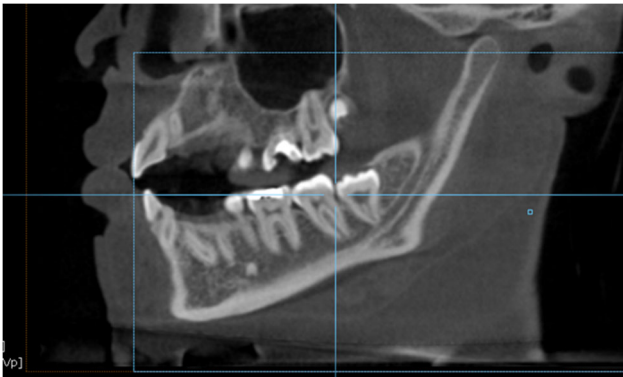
CBCT de tercer molar en posición vertical y segundo molar sin RRE.
